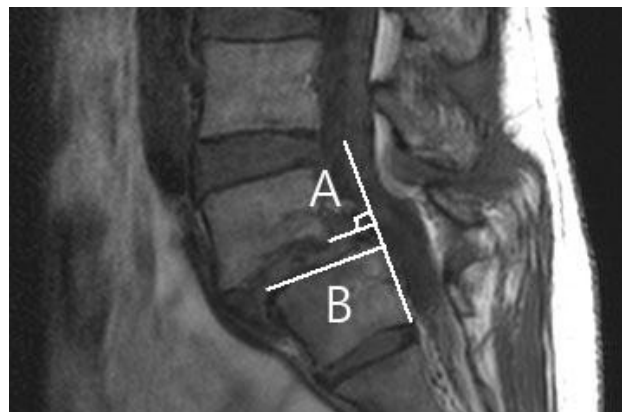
T2-weighted image obtained in a lateral plane of the lumbar spine. Slip percentage (SP) that translation of adjacent vertebral endplates divided by the length of the inferior lumbar width. (A) Distance of the translation of superior vertebral endplates. (B) Width of inferior vertebral body.
